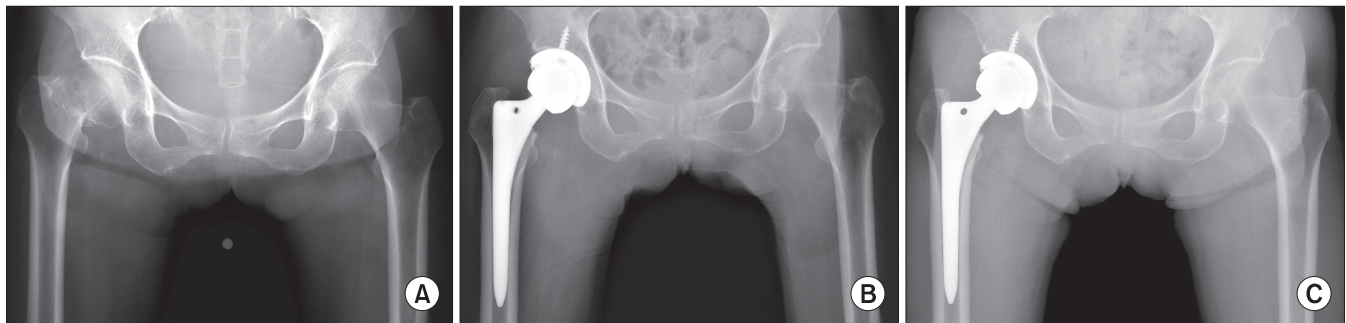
(A) Preoperative radiograph of an 80-year-old female shows a displaced femoral neck fracture. (B) Postoperative radiograph shows excellent implant position of cementless total hip arthroplasty. (C) Postoperative radiograph at 28 months shows stable fixation of components without subsidence or changes in alignment.
